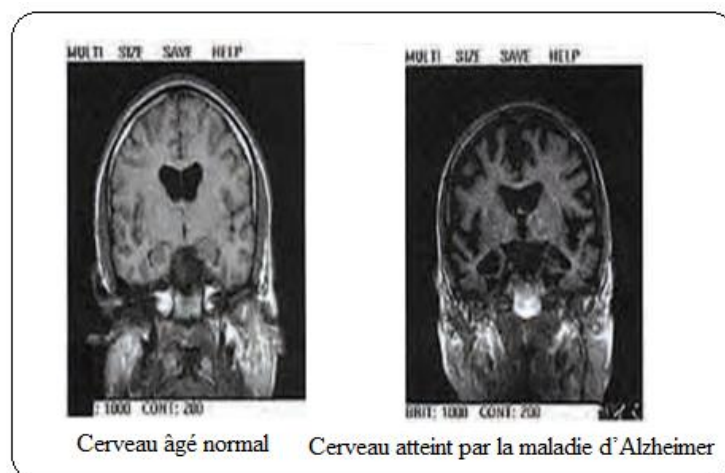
Comparaison des images d'IRM cérébrale [47]
